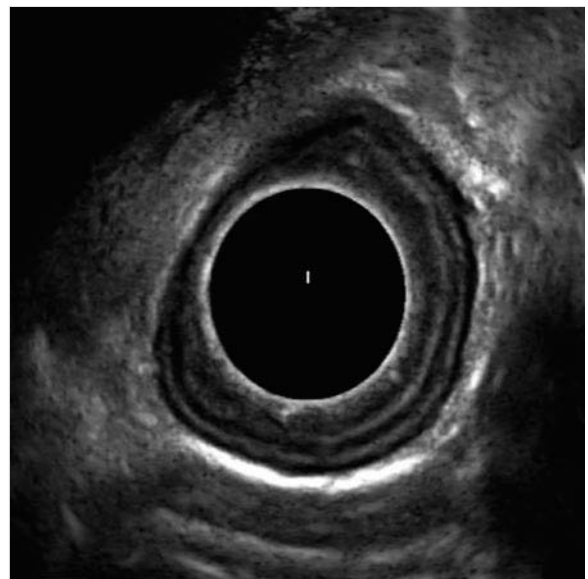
Endosonografie des Ösophagus.
